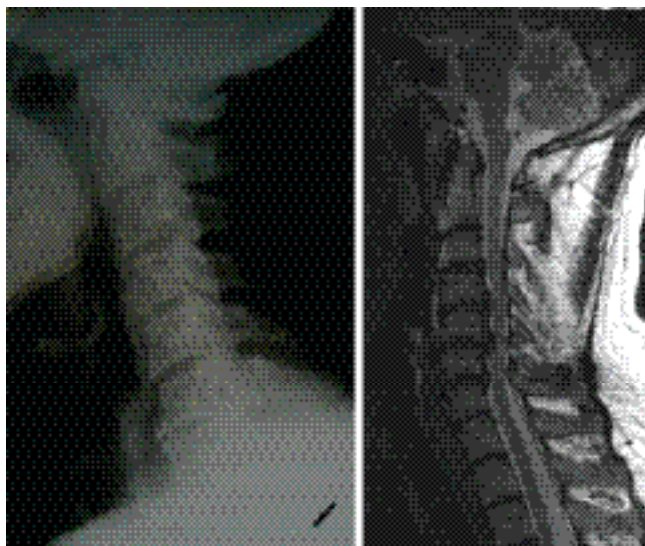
Рентгенологическая спондилография и МР-томография шейного отдела позвоночника у пациентов с выраженными дегенеративно-дистрофическими изменениями.
